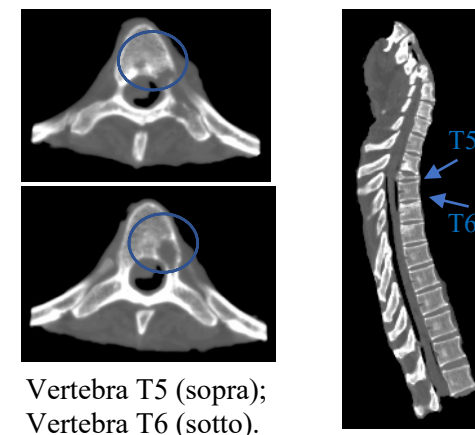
Provino #785, tratto T4-T8: a destra il SINS relativo alle vertebre metastatiche T5, T6; al centro la mappa di deformazioni del segmento vertebrale per le tre condizioni di carico: 0.5 BW, 1 BW, 1.5 BW e relativa scala di riferimento; a sinistra le immagini CT relative alle vertebre metastatiche T5, T6 in vista trasversale e dell'intero segmento in vista laterale.
